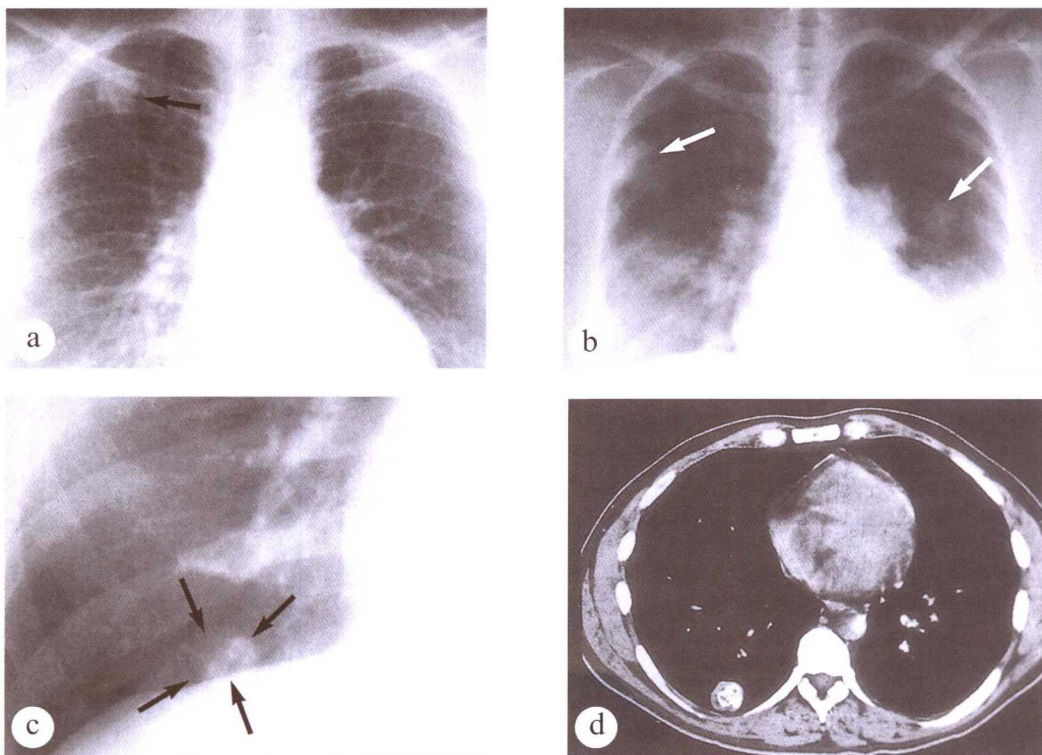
胸片对于发现肺部异常非常敏感，但往往特异性不高。(a) 女性 42 岁无症状患者的后前位胸片示右肺上叶一个 2cm 大小、轻度分叶状结节，从右锁骨后方突出。术中切除一非钙化性肉芽肿病变。这一病变从胸片上不能与肺的其他孤立性结节例如肺癌、肺淀粉样或风湿样结节相鉴别。(b) 女性 39 岁咳嗽患者的后前位胸片示双肺边界不清的结节 (箭头)，伴双侧肺门增大。开胸活检证实为肺泡性结节病。很多其他病变在胸片上也可以有相似的表现，例如双侧肺炎、肺转移瘤、肺淋巴瘤或细支气管肺泡细胞癌。(c) 男性 33 岁无症状患者就职前体检的后前位局部放大胸片，示右肺底部 1cm 大小的光滑圆形结节 (箭头)，其中粗大、弯曲之钙化提示为良性病变。(d) 与图 2.1c 同一患者右肺基底部的纵隔窗 CT 图像示钙化灶显示更加清晰，似“爆米花”状，为肺错构瘤之特征。本例的胸片及 CT 的敏感性 & 特异性均较高，易于作出准确诊断。
